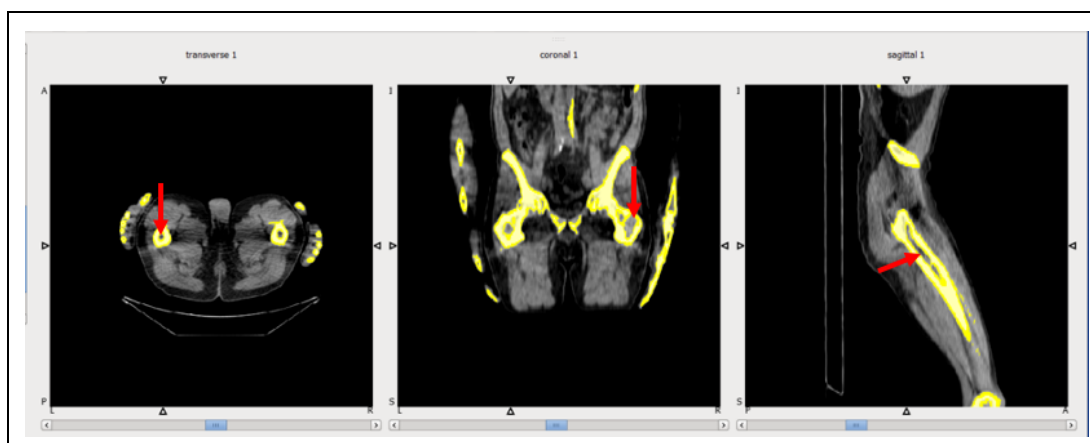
Exclusão parcial do osso trabecular. Exemplo de VOI (com contornos em amarelo) gerado no componente da tomografia computadorizada em exame de PET/CT com $^{18}\text{F-NaF}$, demonstrado em imagens axiais à esquerda, coronais no centro e sagitais à direita), utilizando o limiar proposto de 120 UH. Notar inclusão do esqueleto apendicular distal (VOI inclui os quirodáctilos) e a exclusão de parte do osso trabecular/medular óssea de menor atenuação (setas vermelhas)
